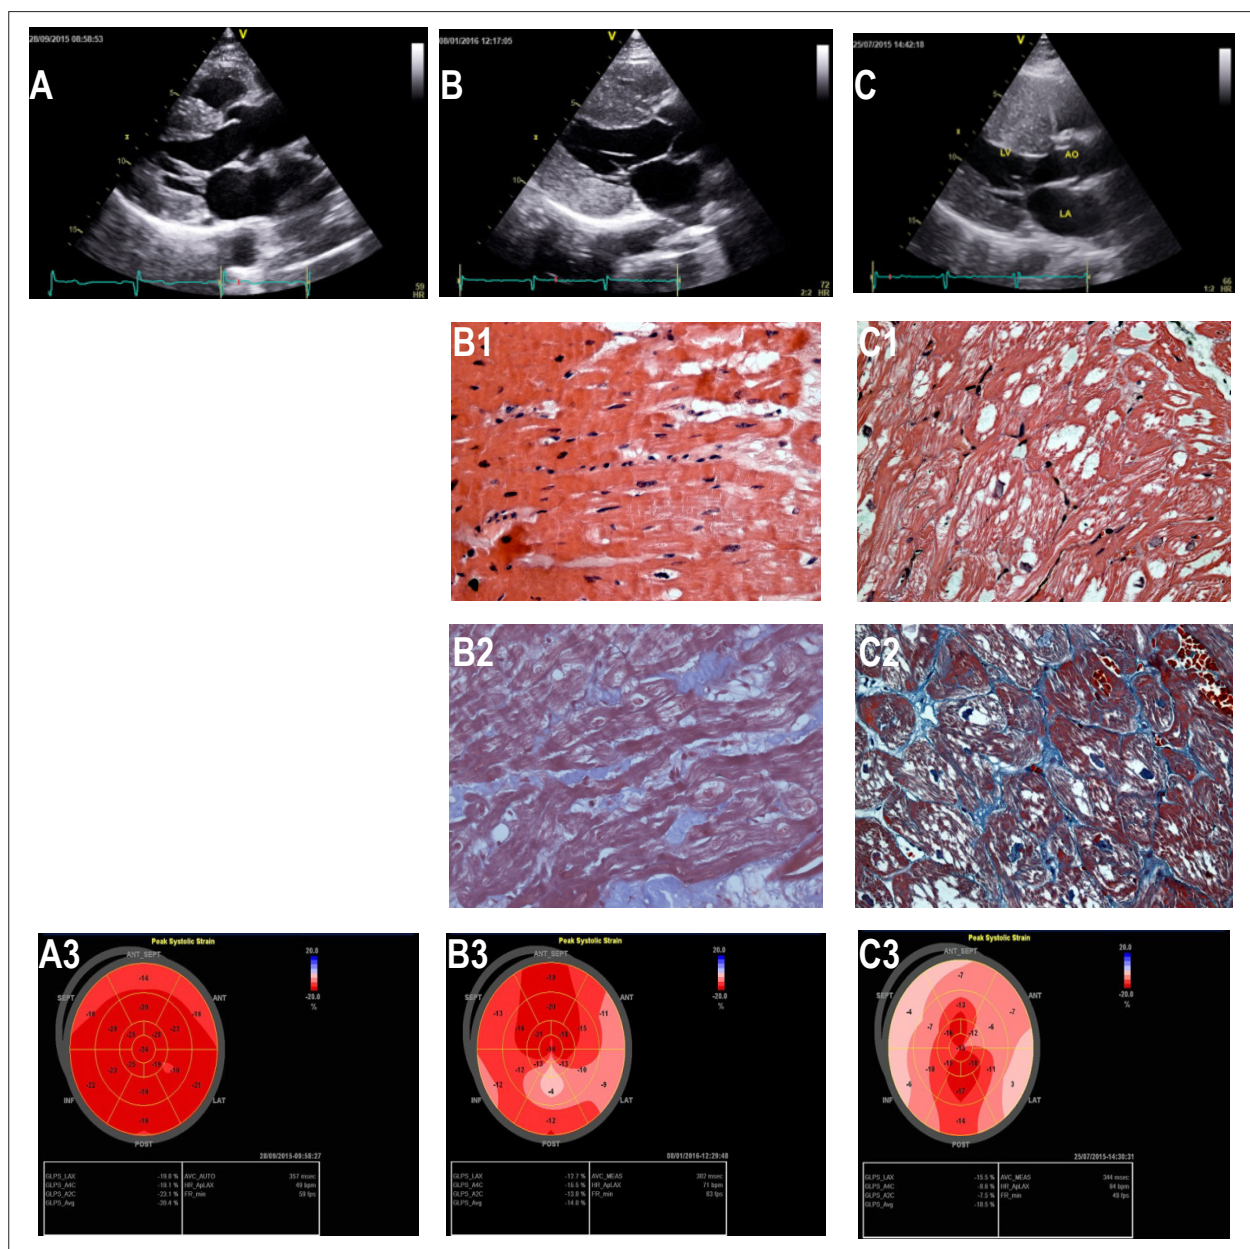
Ecocardiograma bidimensional (A, B, C), biopsias endomiocárdicas (B1, B2, C1, C2) e mapa bullseye (A3, B3, C3).
